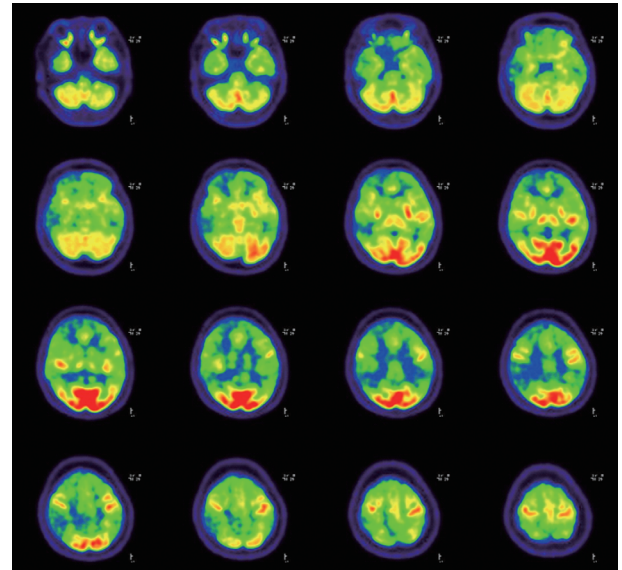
Brain PET-CT shows marked hypometabolism in bilateral cerebral hemispheres with sparing of the occipital regions and primary motor sensory cortices.
